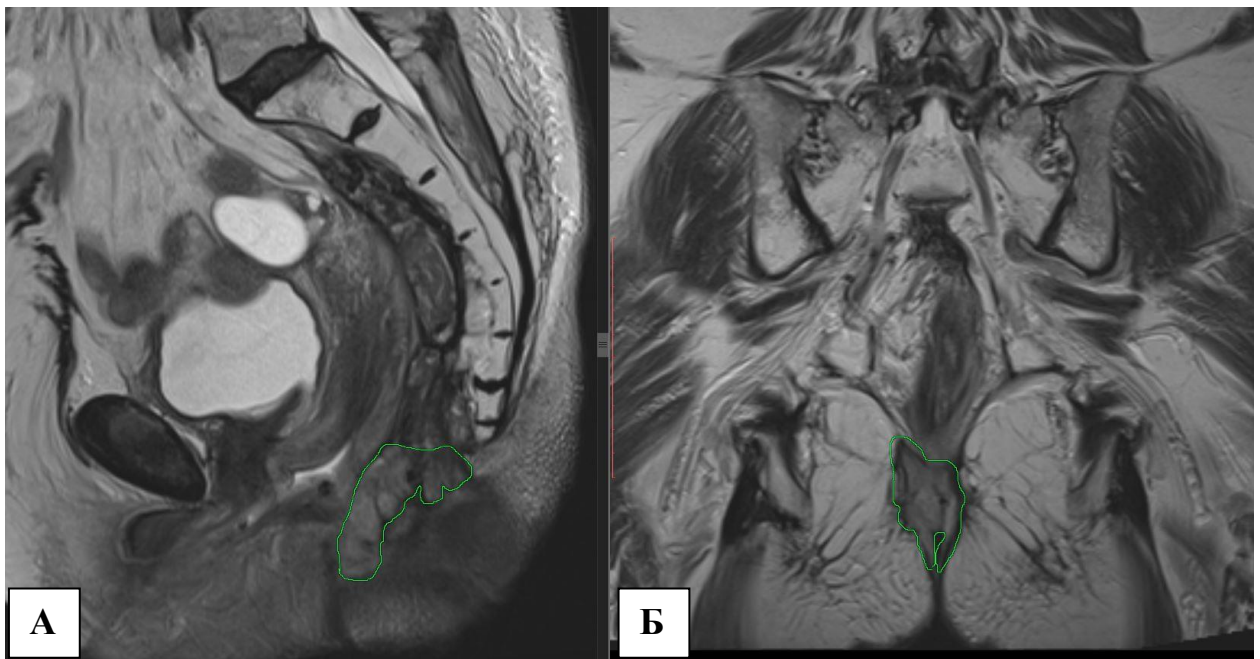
МРТ – снимок с обозначением границ опухоли, сложный контур опухолевой инфильтрации потребовал применения пункционной криодеструкции с применением криозондов диаметром 1,5 мм и орошения спреем жидкого азота А) сагитальная плоскость Б) фронтальная плоскость
